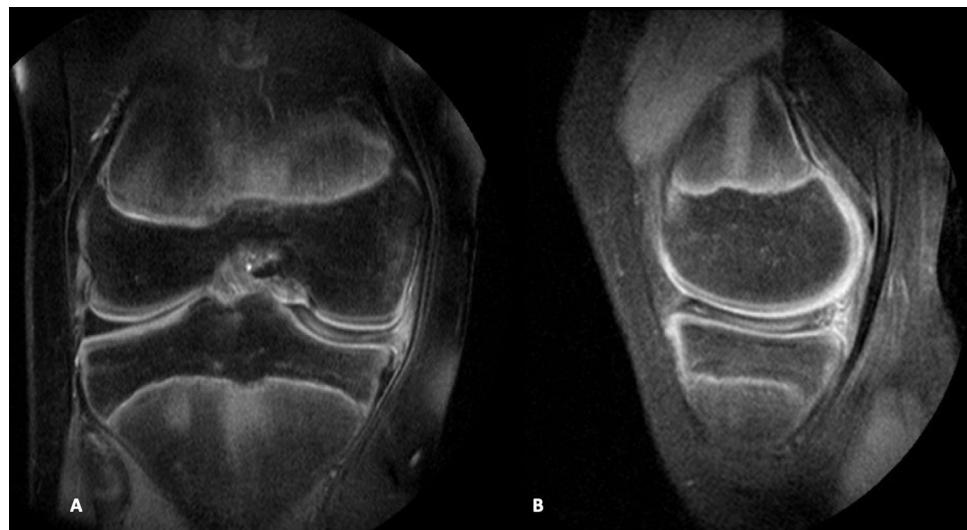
Imágenes coronal (A) y sagital (B) de resonancia magnética de rodilla derecha que muestran un menisco medial discoideo completo que ocupa todo el compartimento interno. Existe degeneración intrasustancial aunque no rotura meniscal.
